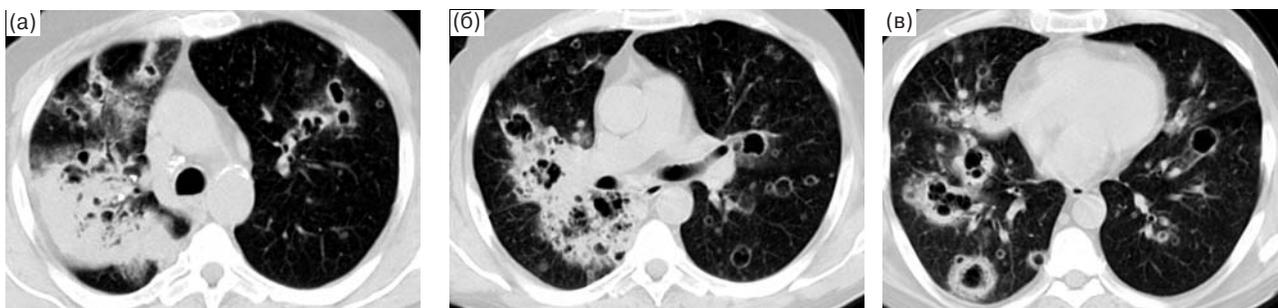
Компьютерная томография грудной клетки (февраль 2006 г.).
